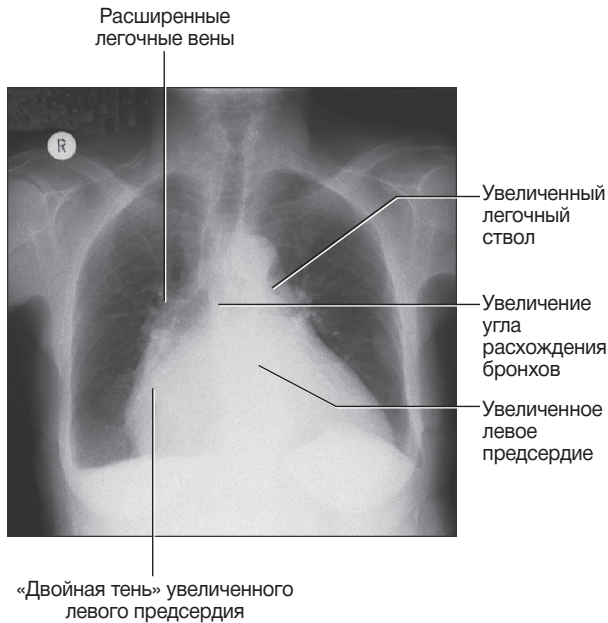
Рентгенограмма органов грудной клетки у пациента с митральным стенозом и митральной недостаточностью. Отмечается расширение левого предсердия и выбухание ствола легочной артерии
